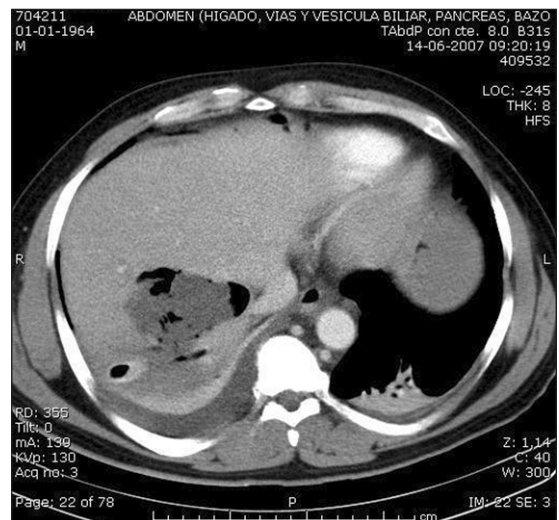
TAC postoperatoria, corte sagital.
